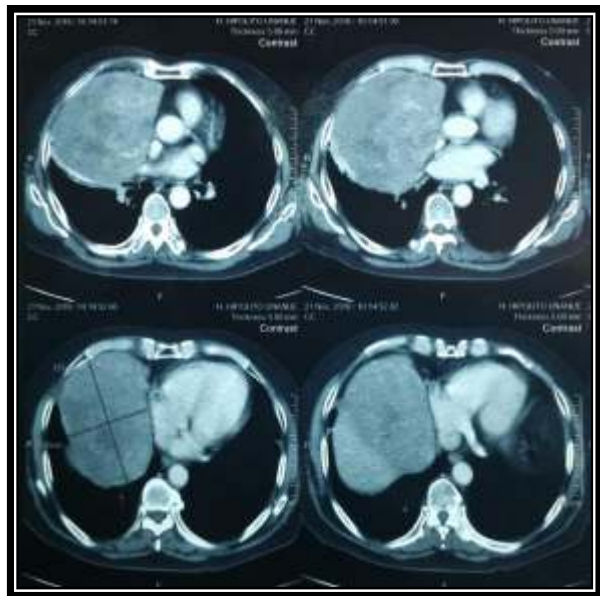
Tomografía computada de tórax ventana mediastinal (21-11-2016) que muestra lesión consolidada ubicada en la región anterior del hemitórax derecho captadora de contraste heterogéneamente, mide en antero posterior 13.7 cm, en transverso 10 cm y una altura de 13.6 cm.
